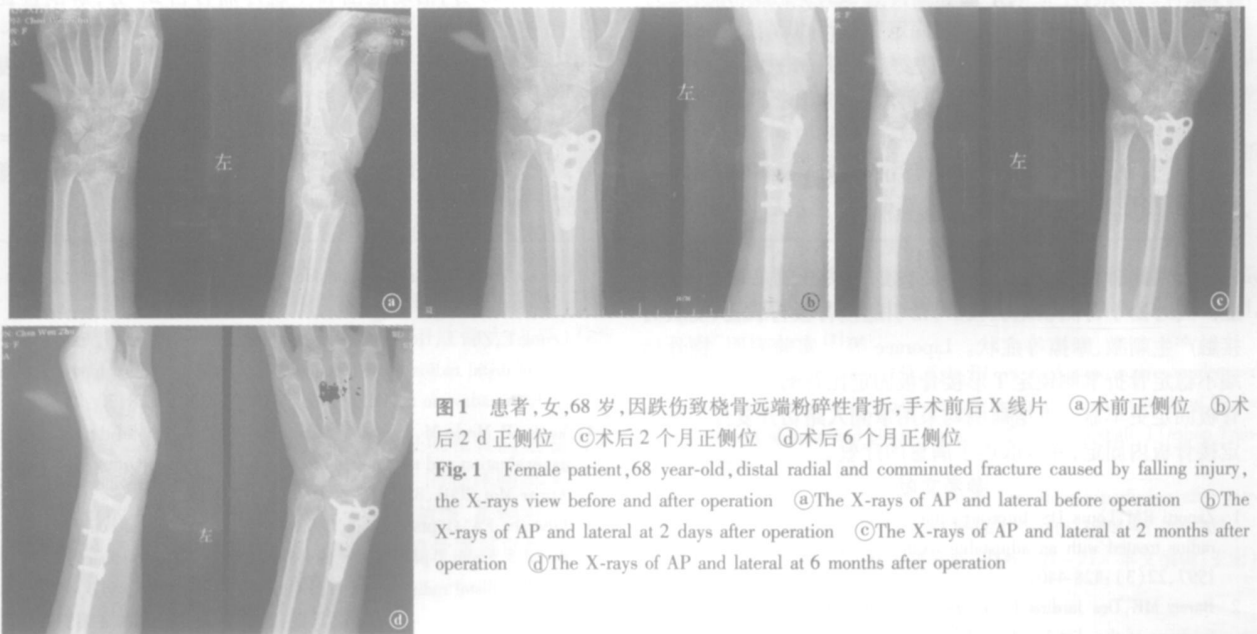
患者,女,68岁,因跌伤致桡骨远端粉碎性骨折,手术前后X线片 ①术前正侧位 ②术后2 d 正侧位 ③术后2个月正侧位 ④术后6个月正侧位
